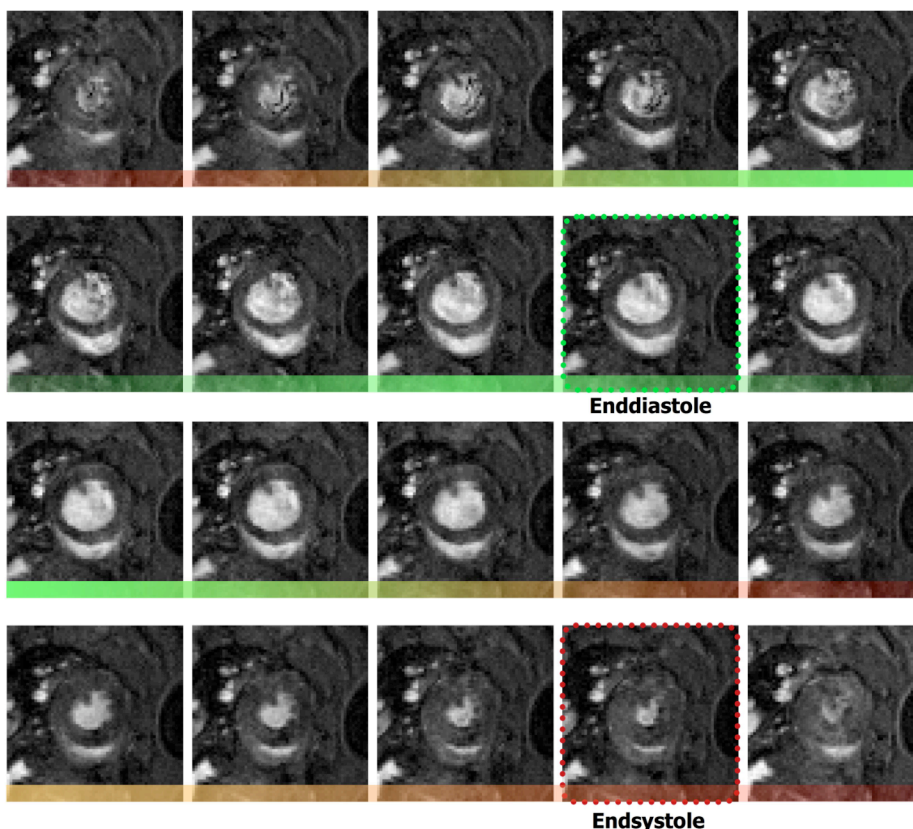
Kompletter Herzzyklus in Cine-MRT, mittventrikuläre Schicht
